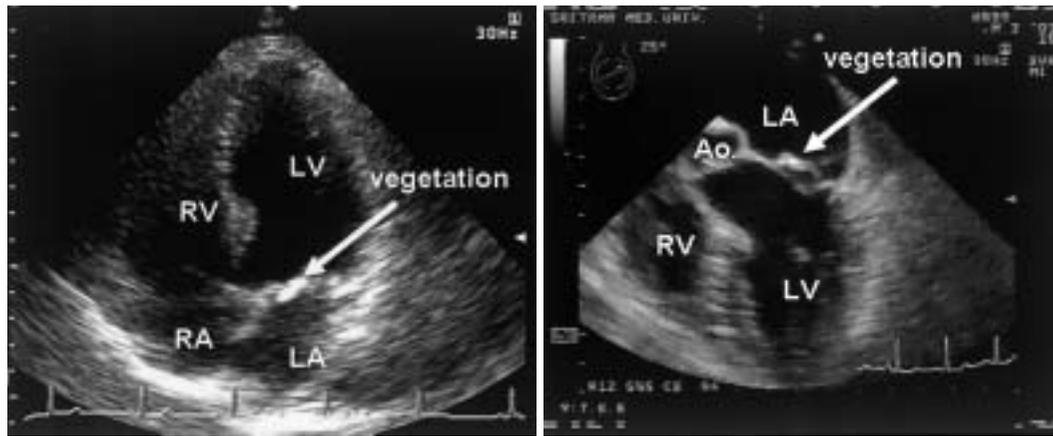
Transthoracic echocardiogram (four-chamber view; left) and transesophageal echocardiogram (right) showing the posterior mitral leaflet with vegetation
